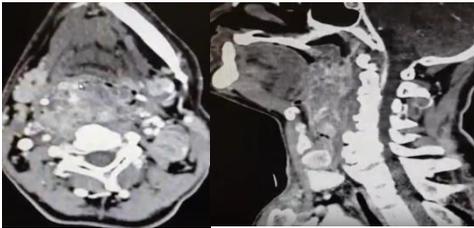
TC com contraste evidenciando lesão em parede posterior da faringe, SETA
